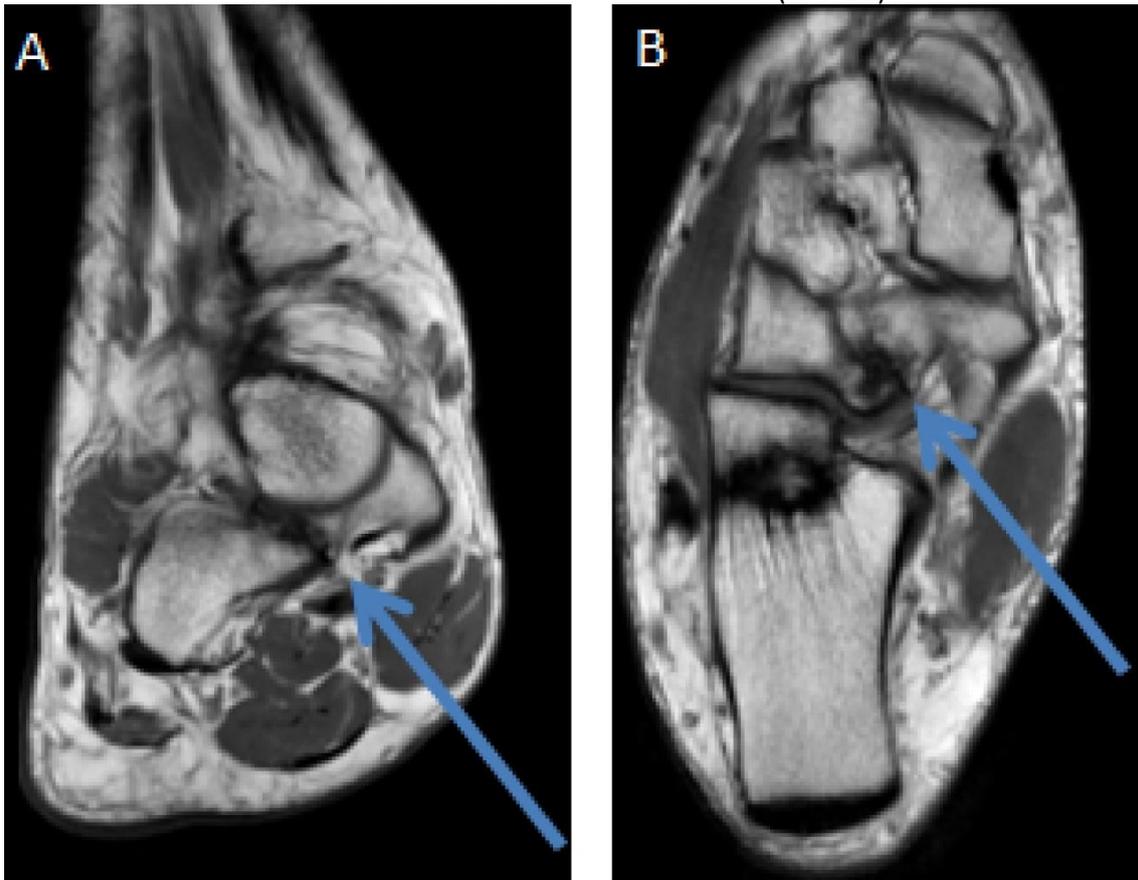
Em A, RM na sequência T1 no corte coronal e em B, na sequência T1 no corte axial, ambas sem contraste, demonstrando a coalizão fibrosa navicular-cuboide (seta azul).
